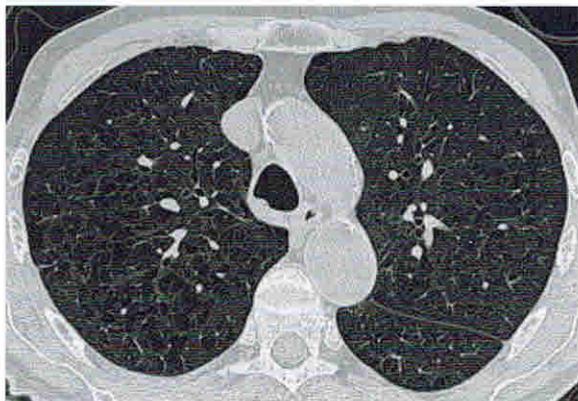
Центрилобулярная эмфизема. На компьютерной томограмме с высоким разрешением видны участки уменьшения поглощения сигнала, лежащие центрально в пределах вторичной легочной дольки.
